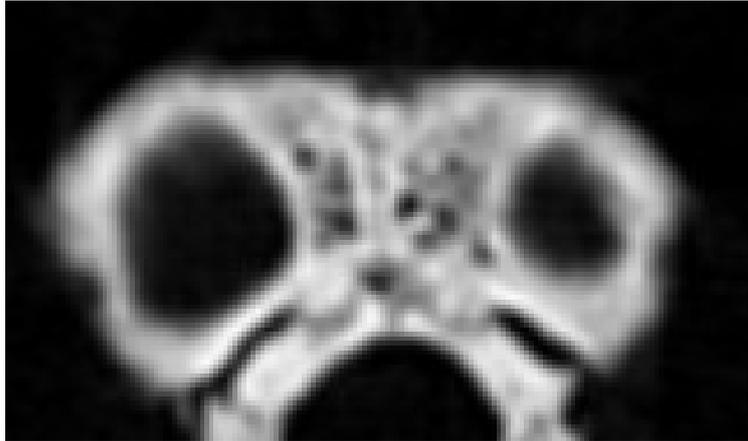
CT vom Schädel Heinrich Theodor Meckels. Stirnnaht in der coronaren Ebene.
